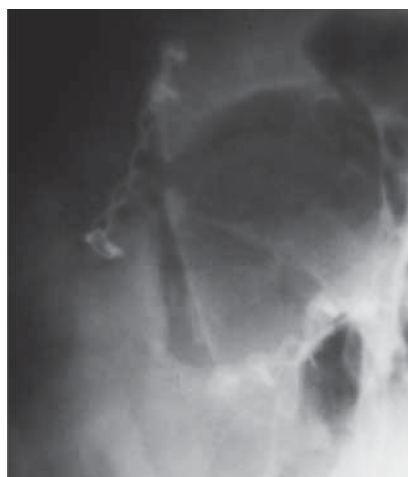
Рентгенограмма лицевого скелета больного С., титановые мини-пластины
